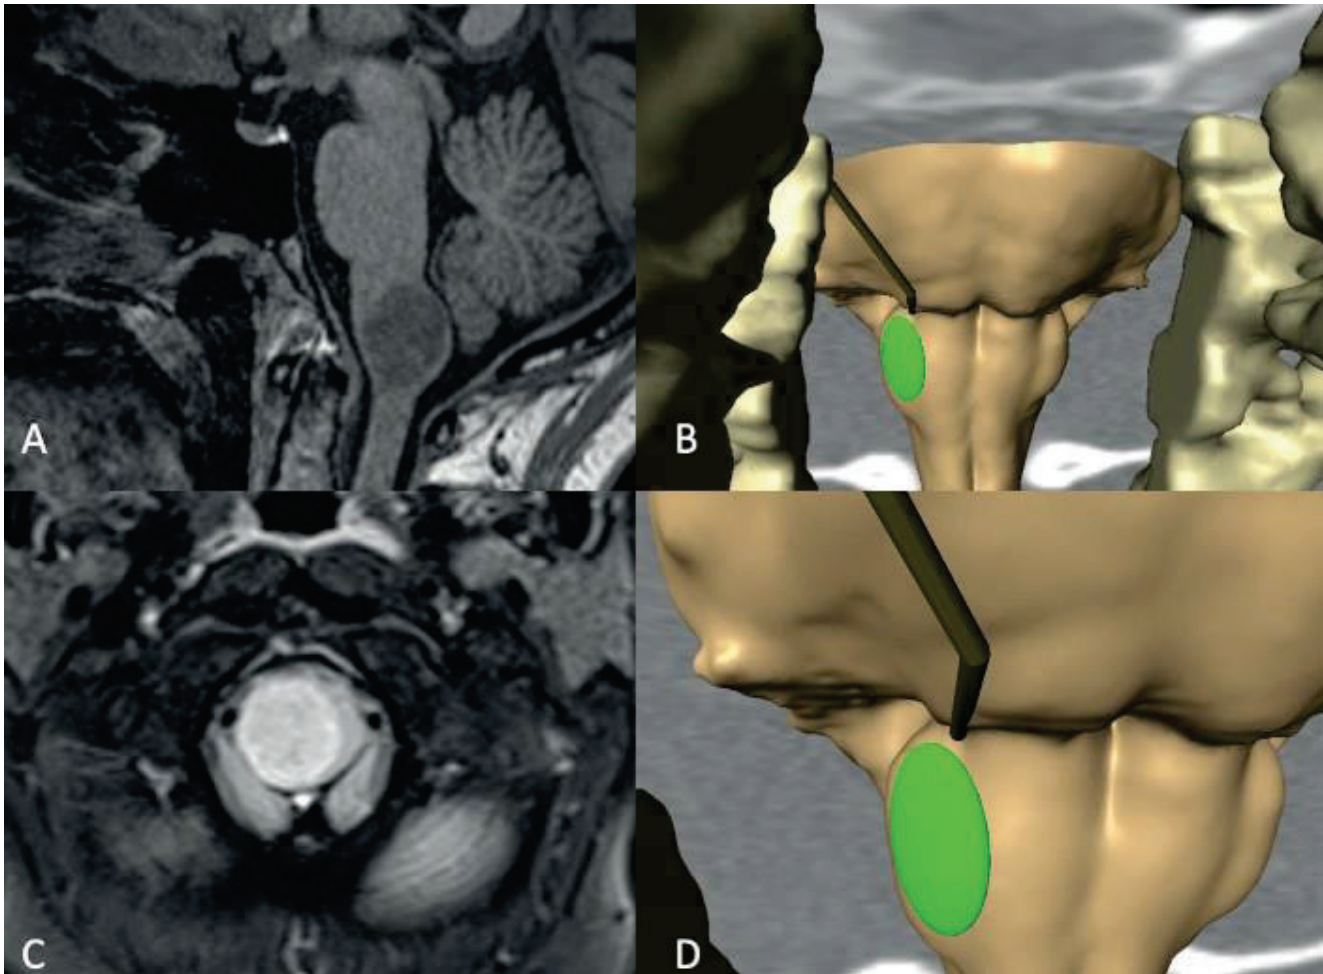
Preoperative magnetic resonance study of Case #4 showing a medullary non-contrast-enhancing lesion with its exophytic portion at the level of the ventral brainstem (a, c). Detailed 3D anatomic analysis showed the position of the olivary zone and its relationship with the tumor (b, d).
